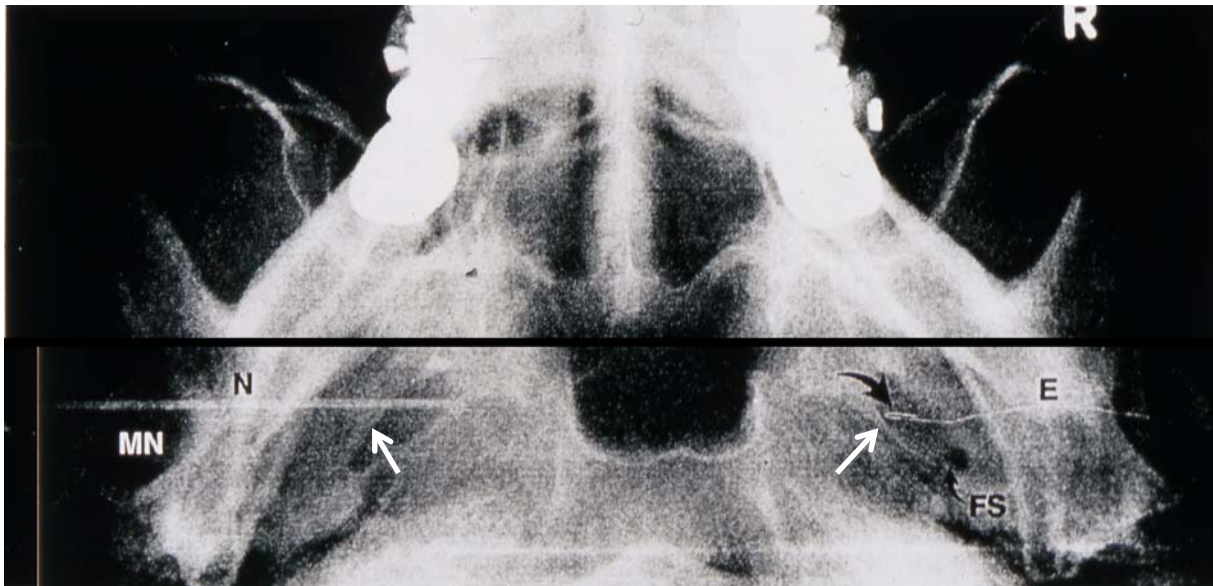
Radiografía de la base del cráneo mostrando la inserción de electrodos esfenoideos (Referencia 217): En la izquierda se aprecia como mediante una aguja de punción lumbar (N) se inserta el filamento de acero o titanio que hará la función de electrodo. La aguja se ha insertado a través del ángulo mandibular (MN), dirigiendo la punta hacia el foramen ovale (flecha blanca). En la derecha (R) se observa el electrodo formando un asa en su punta (flecha negra), superpuesto al foramen oval y por delante del foramen spinosum (FS). En la izquierda no se puede reconocer el electrodo por quedar oculto por la aguja.
